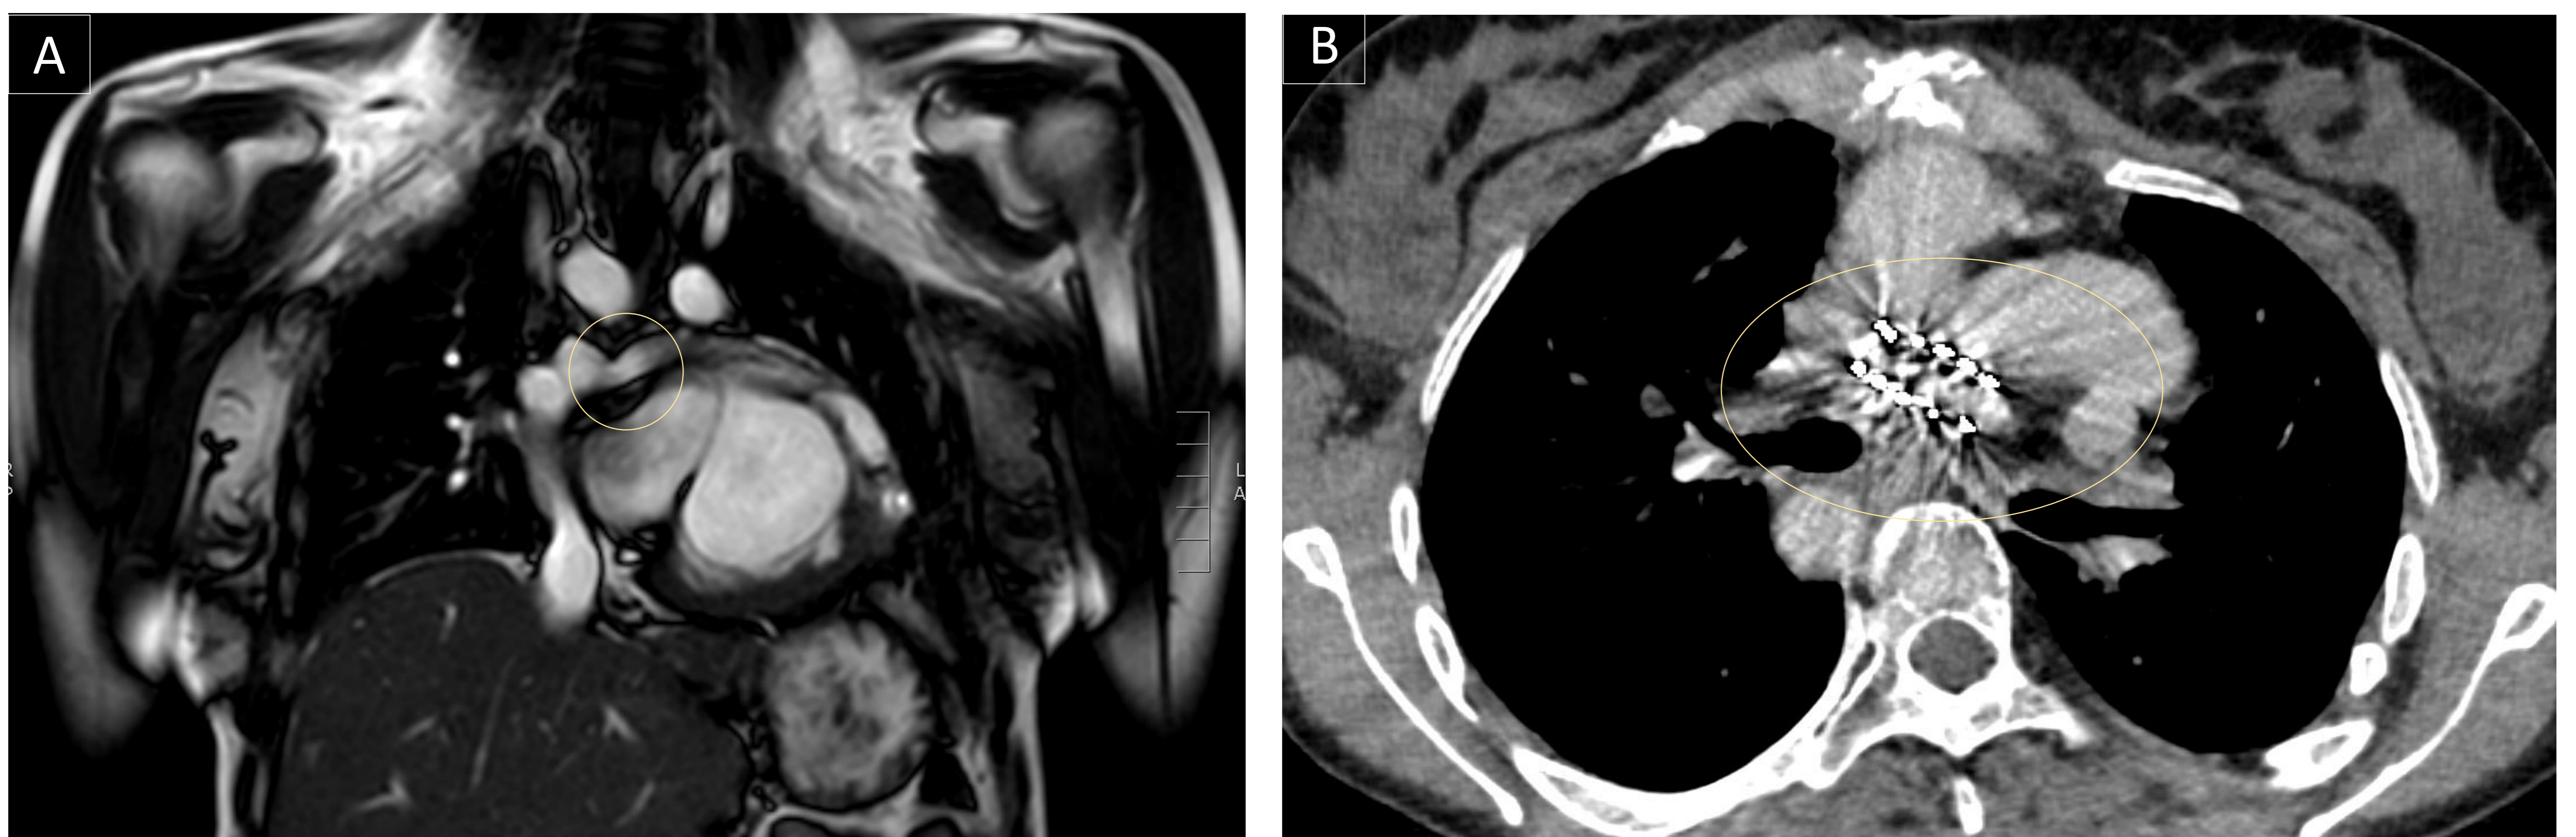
A. RM cardiaca de control de un paciente con CF donde se visualiza una estenosis en el origen de API. B. TC posterior del mismo paciente donde se visualiza stent a nivel de API como tratamiento de la estenosis previamente descrita.
